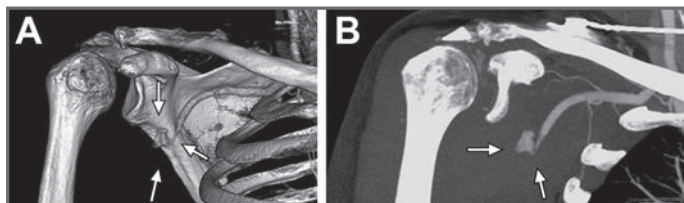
Angio-TC. A. Reconstrucción tridimensional en la que se aprecia la obstrucción en el tercio distal de la arteria axilar derecha con pseudoaneurisma de 1 cm de diámetro. B. Corte coronal en el que objetivamos, además, el extenso hematoma de partes blandas asociado.
